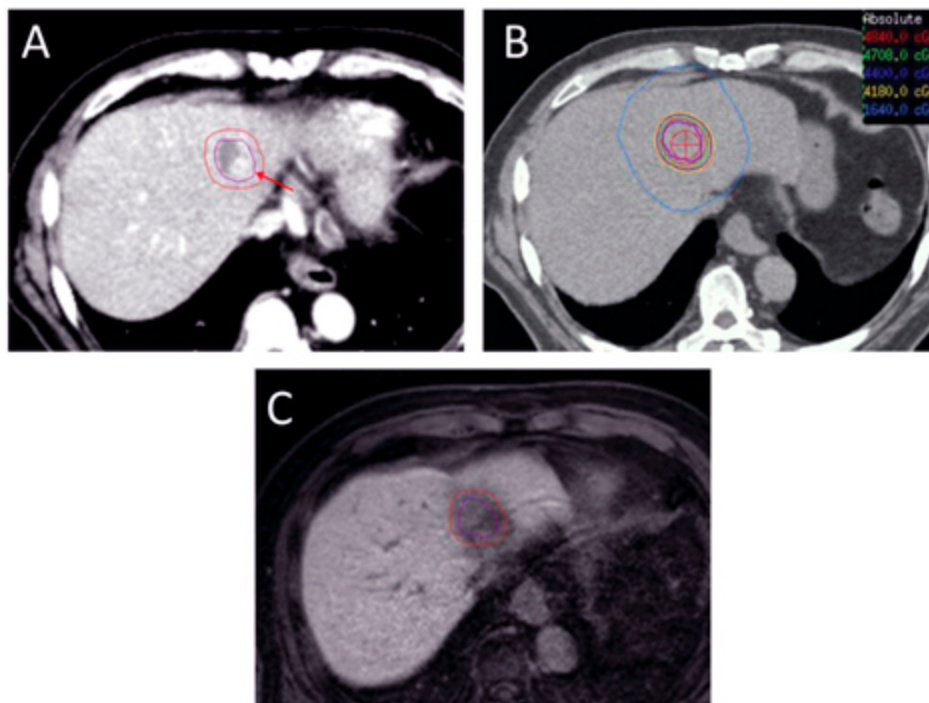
Secciones de TAC de un hígado metastático. Se pueden ver los distintos volúmenes marcados con SBRT (Morado= ITV=internal target volumen; Naranja=PTV=planning target volumen; azul= área opotencialmente disfuncional) (26).
